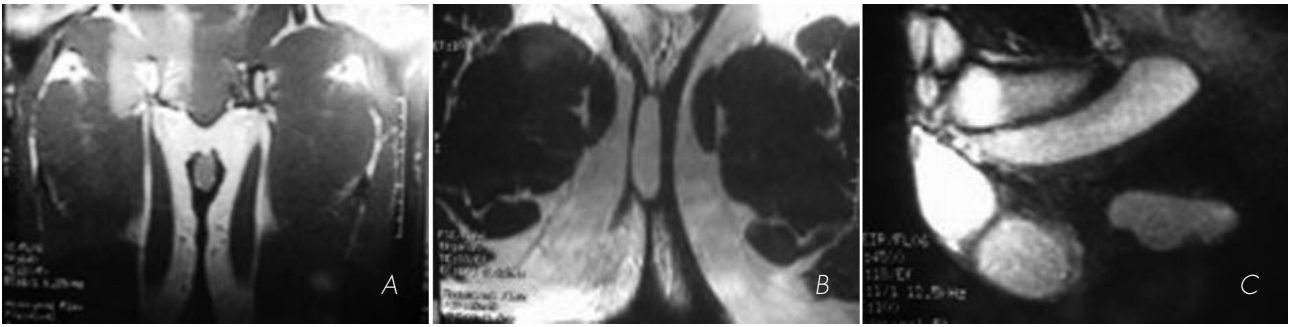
2B y 2C. Diversos planos y secuencias de RMN pelvico-perineal mostrando la lesión.
